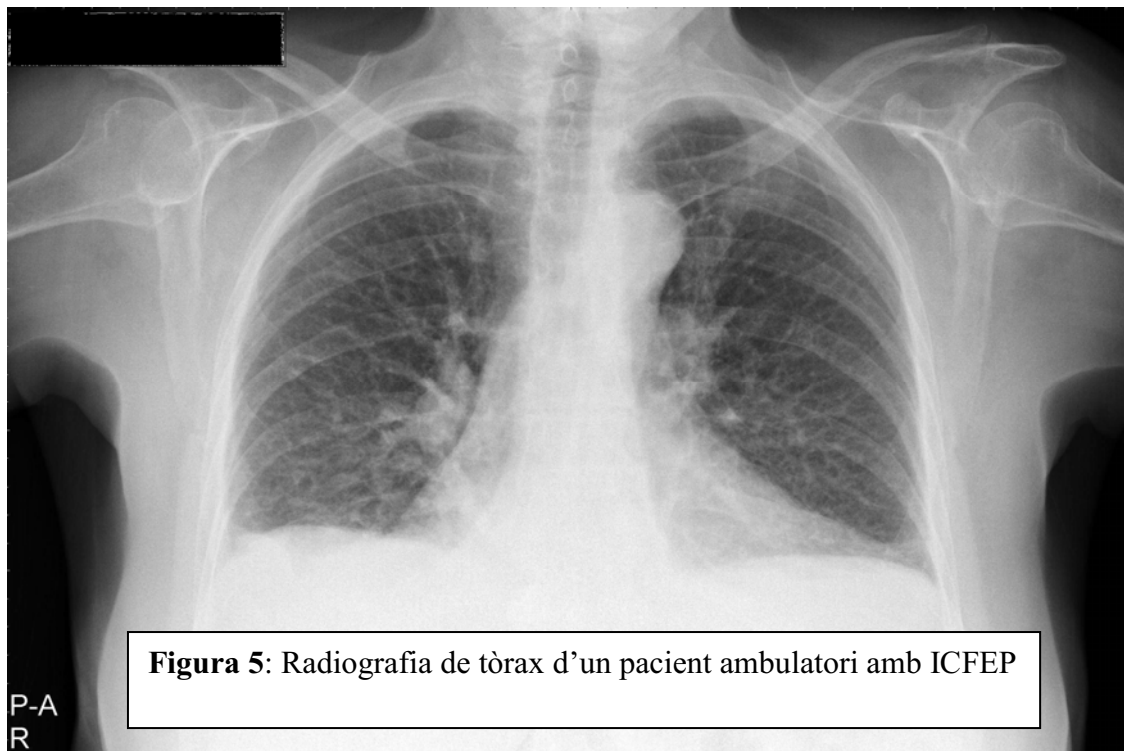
Radiografia de tòrax d'un pacient ambulatori amb ICFEP
